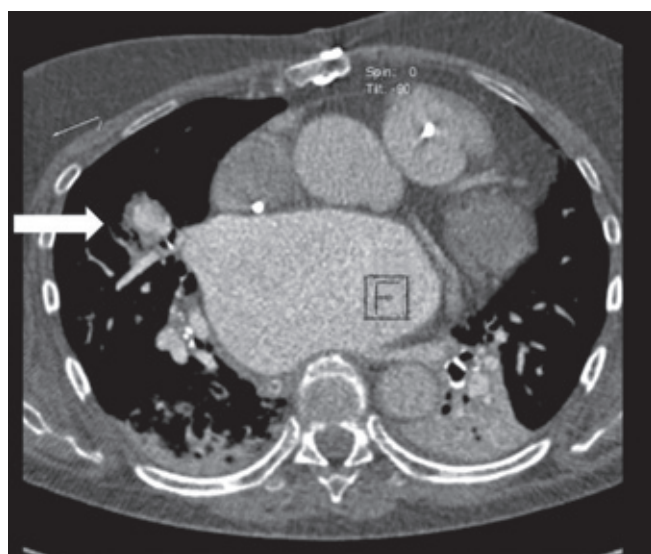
МСКТ с контрастированием, выполненное через 9 часов после разрыва ЛА. Экставазация контрастного вещества указана стрелкой
